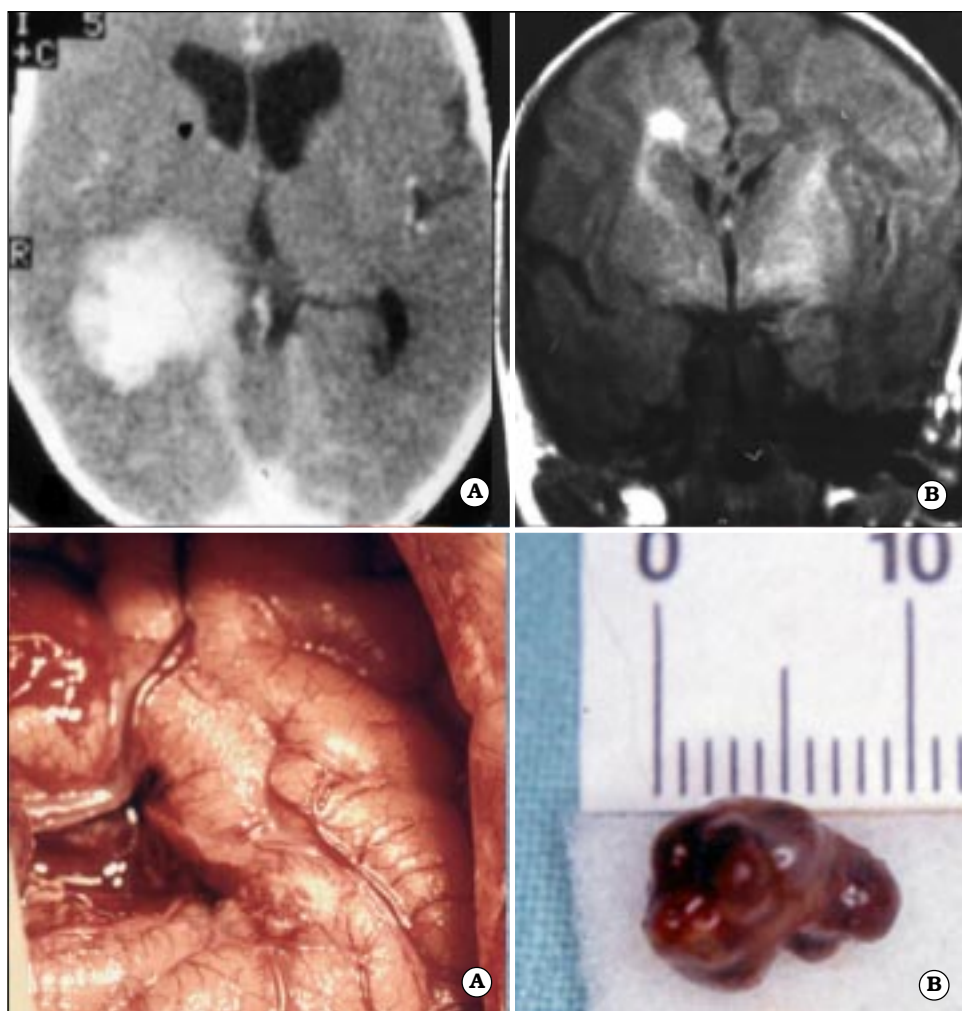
Paciente portador de cavernoma cerebral. A. TAC con hematoma intraparenquimatoso. B. IRM donde se observa imagen compatible con angioma cavernoso. C. Postoperatorio de la resección del cavernoma. D. Pieza operatoria.
